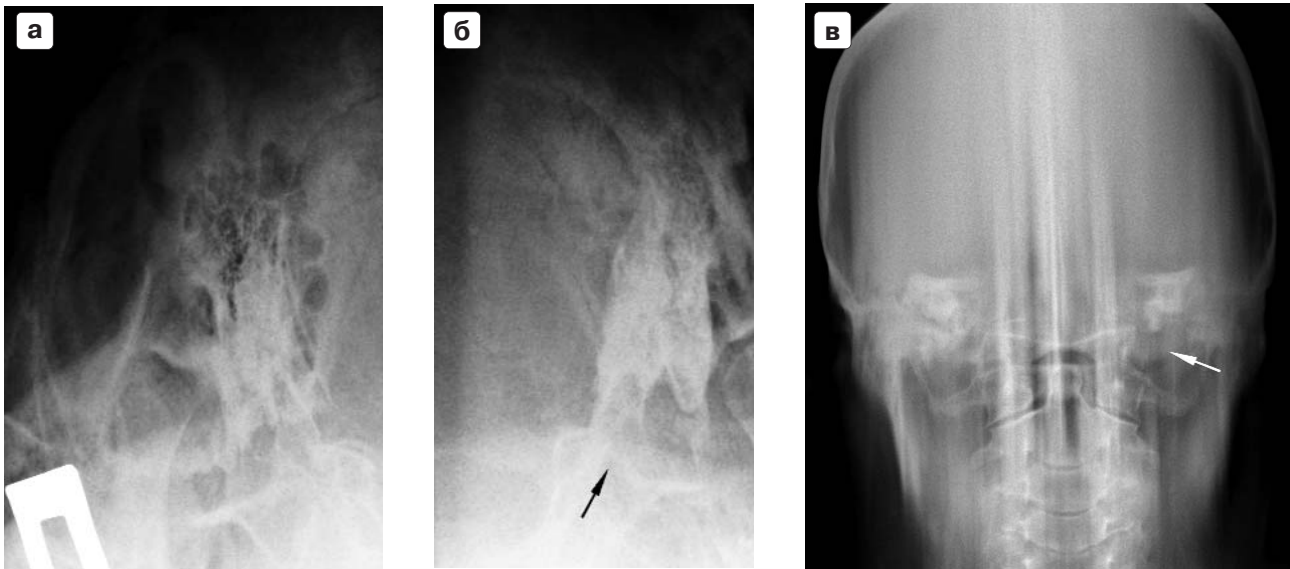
Больной М., 62 года. Диагноз: деструкция височной кости: а, б – рентгенограммы височных костей по Майеру, сделанные при помощи CR (а – справа изменений не выявлено; б – слева в области вершины пирамиды – деструктивные изменения (черная стрелка); в – линейная томография височных костей, при которой по нижней поверхности медиального края левой височной кости определяется очаг деструкции (белая стрелка).
